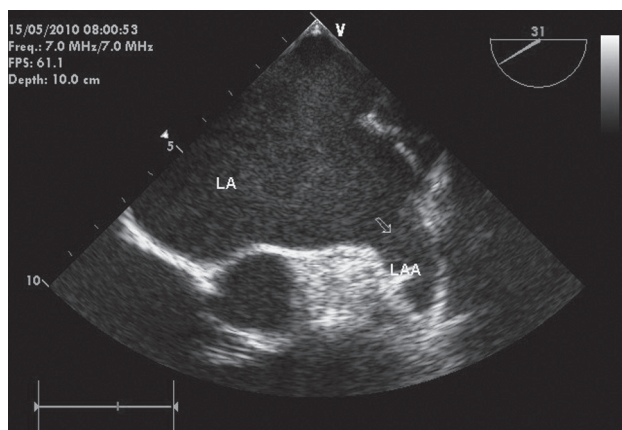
Чреспищеводная эхокардиограмма:
